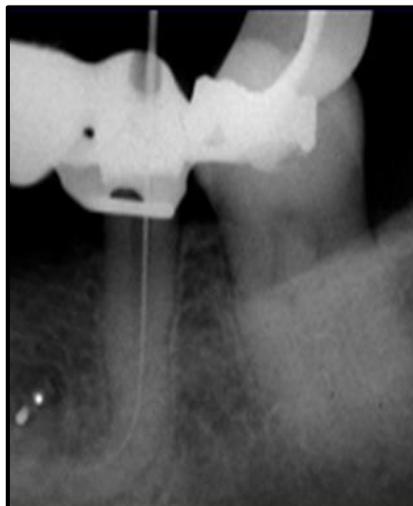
Radiografía donde se observa la imagen correspondiente a un premolar con la raíz dilacerada, delimitado perfectamente por la radiopacidad correspondiente a una lima de endodoncia.
